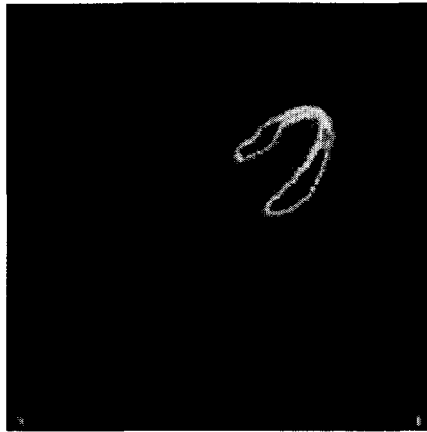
Image d'émission TEP-FDG d'un cœur normal d'un humain permettant de visualiser la capacité du myocarde à métaboliser le FDG. Extrait du site internet : <http://www.ulb.ac.be/medecine/pet/>.
